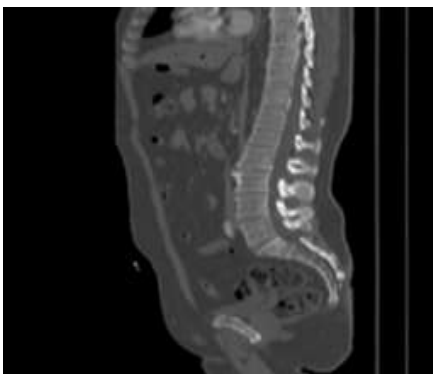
Fereastra de os - CT abdomino-pelvin - permite aprecierea structurilor osoase
